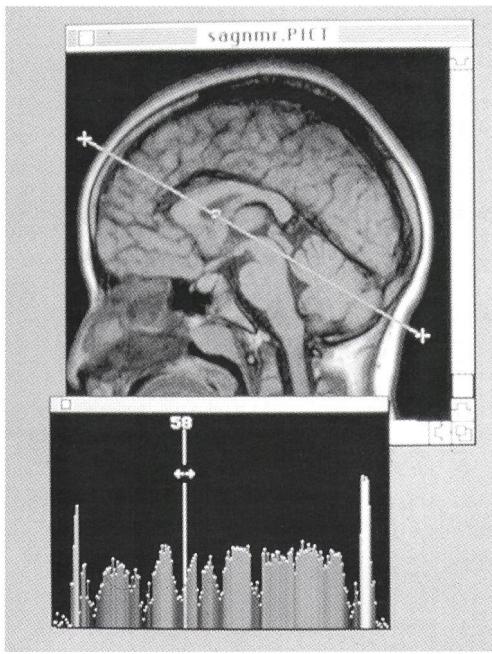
Histogramme des valeurs de gris mesurées sur une ligne transversale dans une tomographie du cerveau – Istogramma dei livelli di grigio, misurati su una linea che attraversa un tomogramma del cervello
